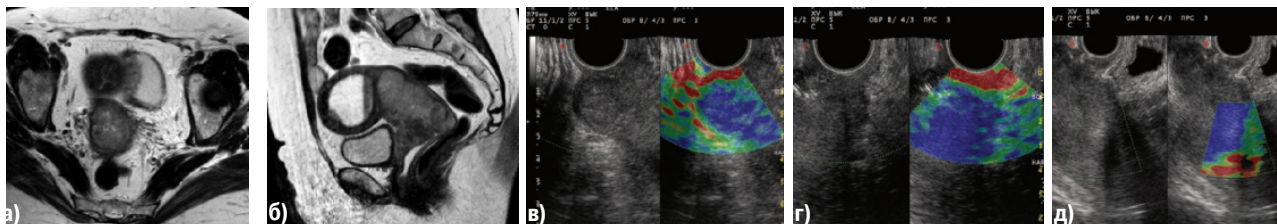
РШМ III стадии: а, б) на МРТ определяется распространение опухоли на перешеек и параметральную клетчатку по левой стороне, по правой стороне граница сохранена; в) на эластограммах сохраненная граница по правой стороне; г) инвазия опухоли по левой стороне, д) распространение неопроцесса на перешеек тела матки
